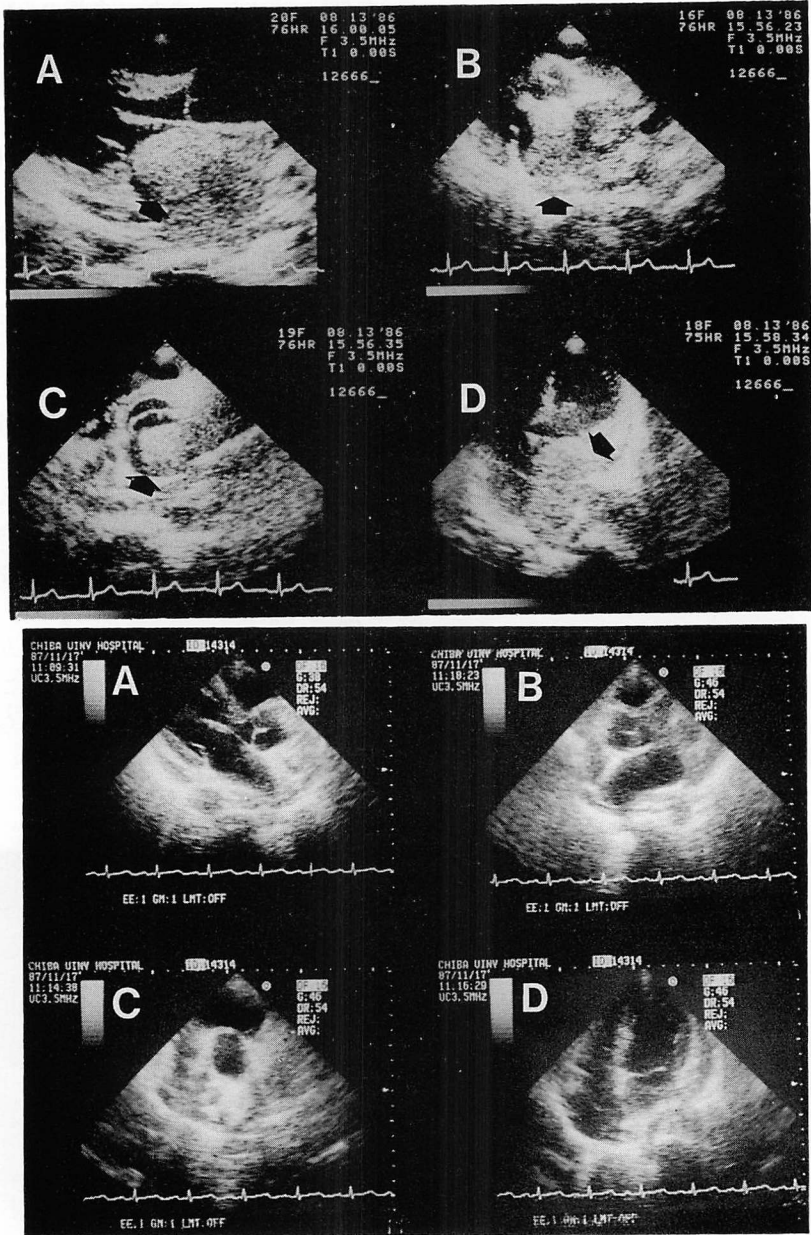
Two-dimensional echocardiograms from a patient with metastatic adrenocortical carcinoma showing a tumor mass in the right atrium (black arrows) and right ventricle (white arrow) (Case 4).
